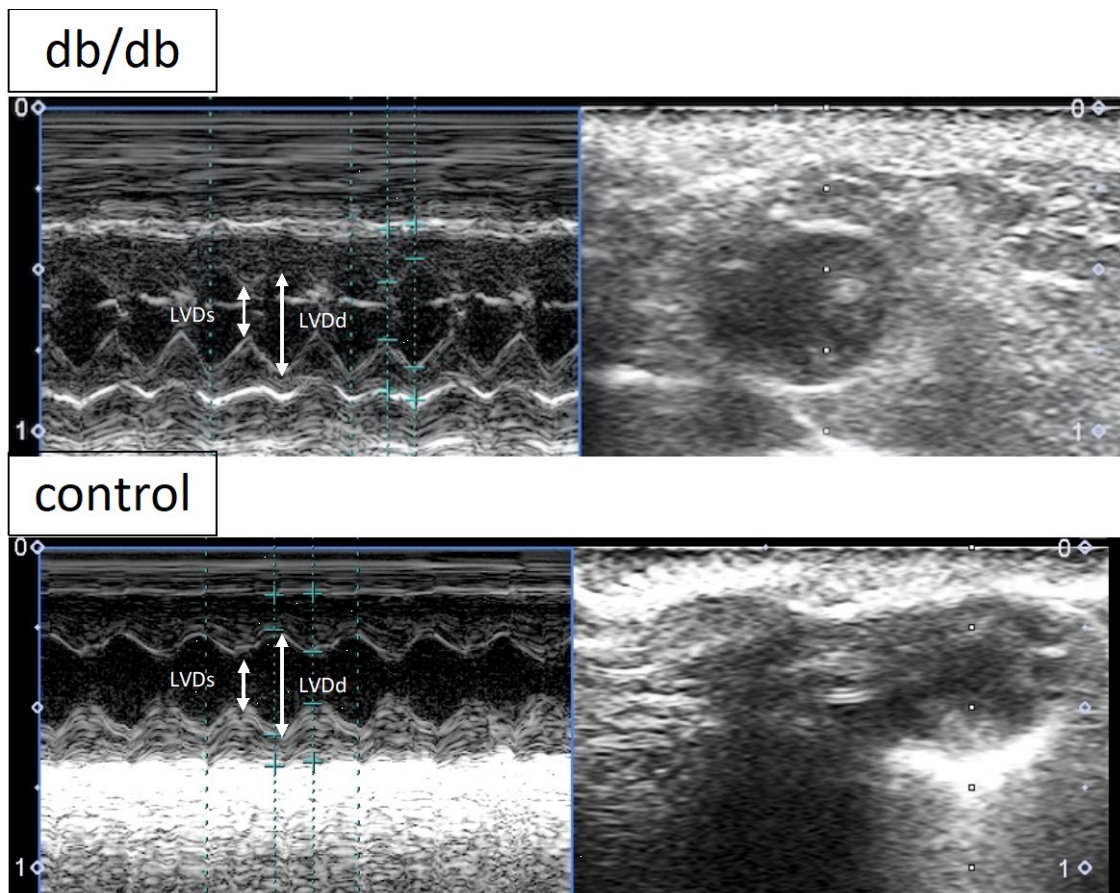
db/db 群および control 群の代表的な心エコー画像
